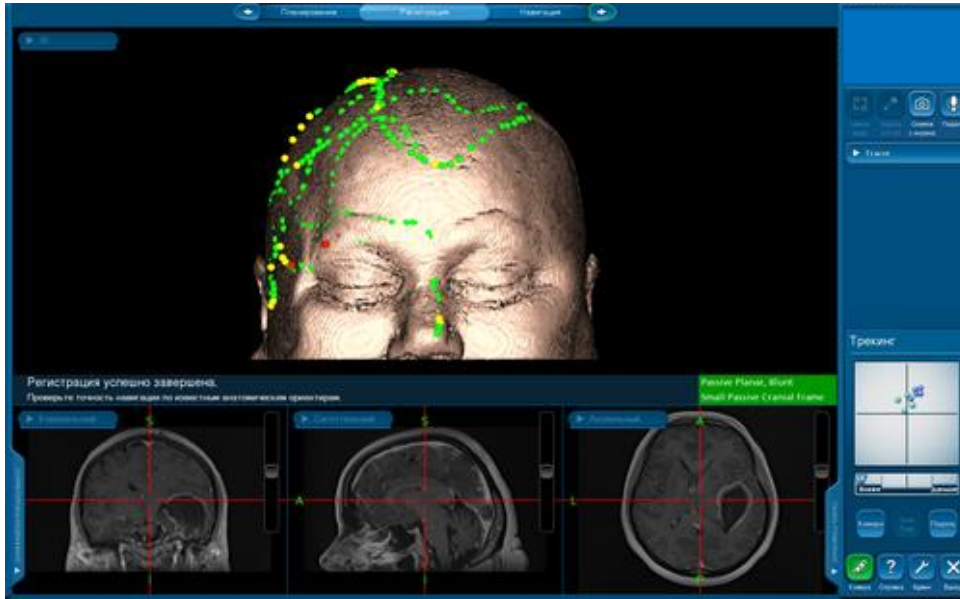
Изображение МРТ головного мозга больного с кистозной глиомой правой височной доли, полученное на нейронавигаторе. На основании клинической картины заболевания и данных МРТ-изображений головного мозга больной выставлен клинический диагноз – внутримозговая опухоль кистозного характера правой височной доли. Предложено оперативное вмешательство, направленное на удаление опухоли
